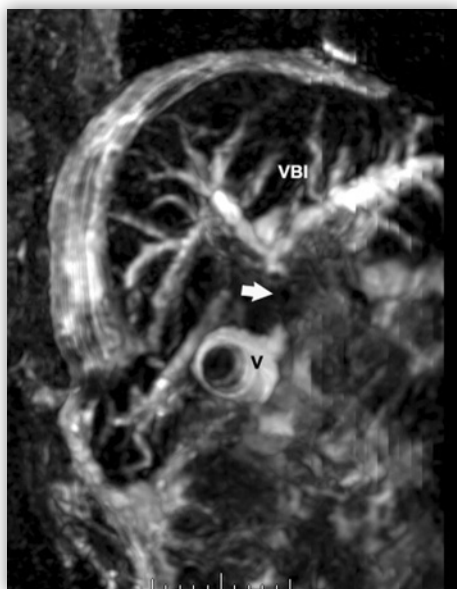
La colangiorrresonancia magnética es, en la actualidad, la técnica no invasiva de elección para el estudio de la vía biliar.
